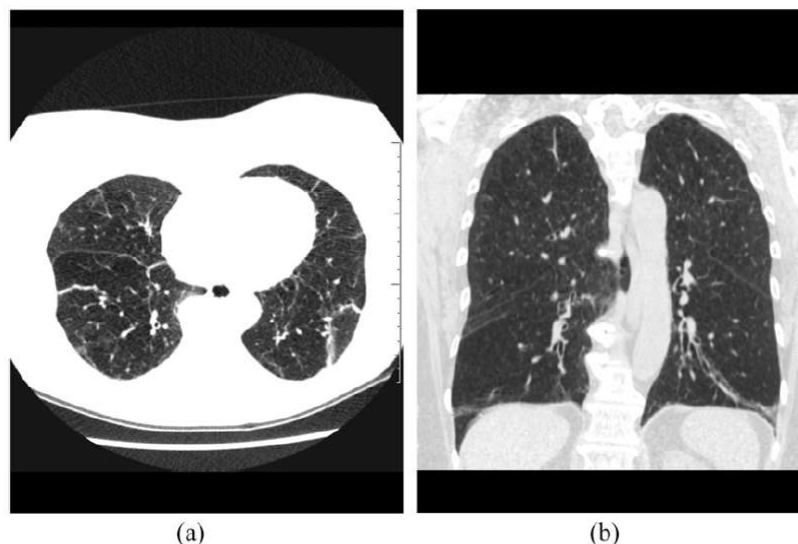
A 82-year-old female diagnosed with colon cancer 3 years previously, who presented with chronic cough: (a) axial expiratory CT has demonstrated areas of bronchial thickening, atelectasis and areas of ground-glass opacity in the lower lobes. (b) Coronal CT has provided a better visualization of atelectasis and bronchial thickening in the lower lobes.
